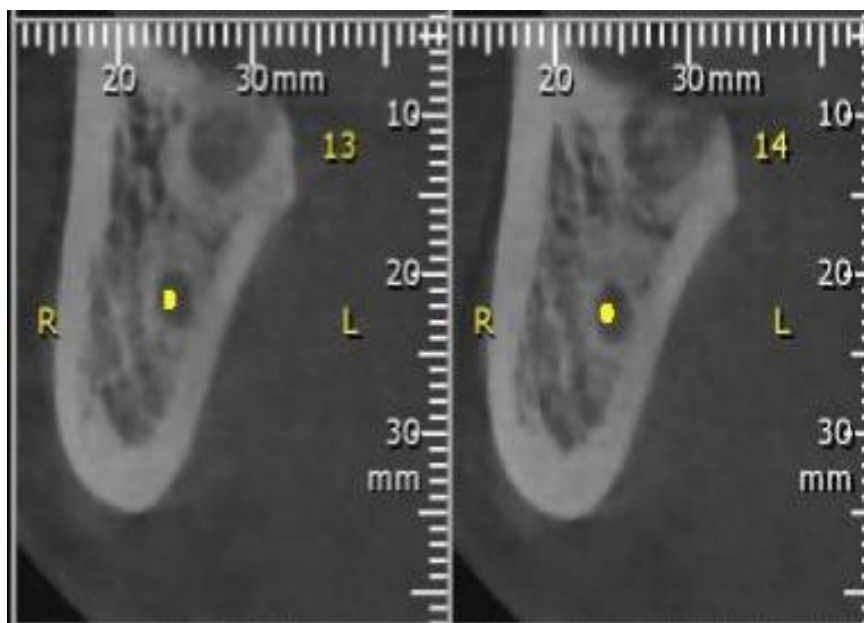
Tomografia do elemento 28, 30 dias pós exodontia
